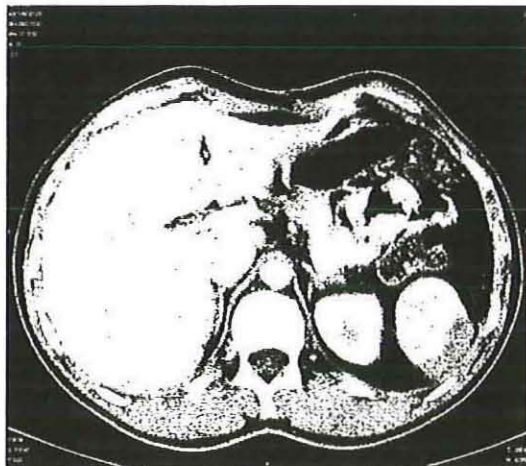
CT obraz při ruptuře dolního pólu sleziny
